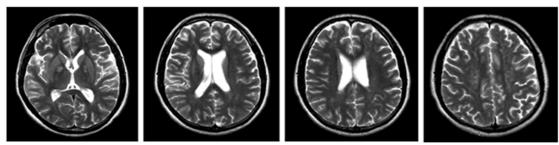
Brain MRI T2 15 day after the incident
